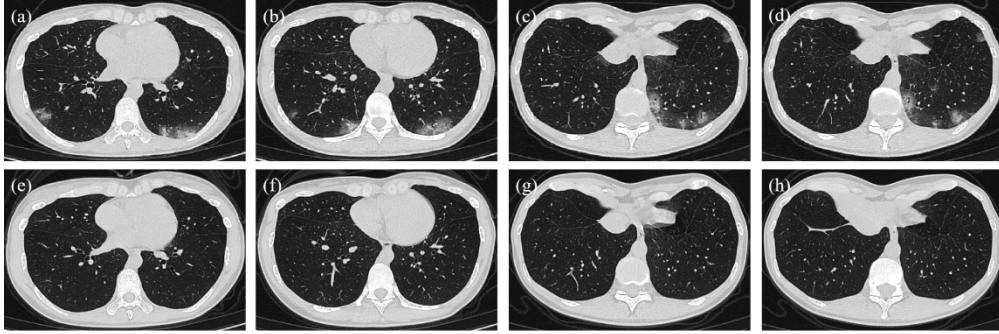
La tomografía computarizada del tórax de una paciente COVID-19 de 34 años. (a ~ d) las TC de tórax al ingreso; (e ~ h) las tomografías computarizadas del tórax cuatro semanas después del alta mostraron que las GGO en parches múltiples lóbulos inferiores, consolidaciones y bronquiectasias en su mayoría se recuperaron.
